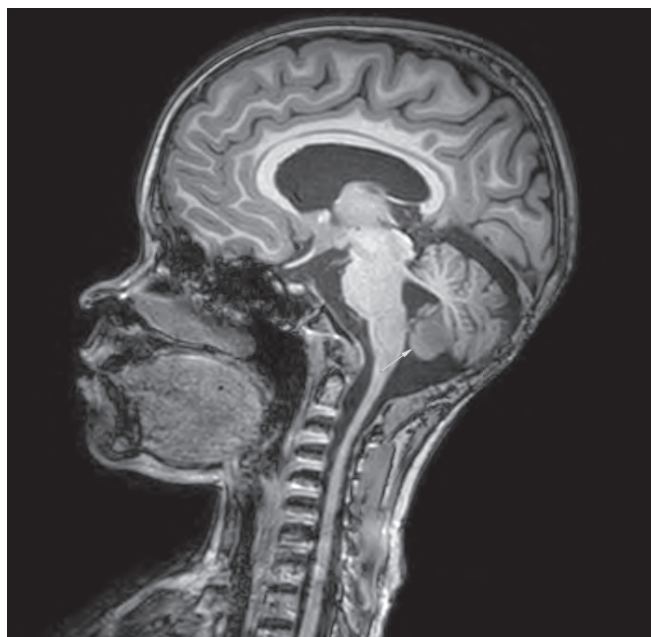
Случай № 2. МРТ головного мозга с контрастным усилением, T1W-взвешенное изображение. В каудальных отделах червя мозжечка с распространением на левую миндалину мозжечка определяется участок с признаками ограничения диффузии, патологическим накоплением парамагнетика, размерами до $1,5 \times 1,4 \times 1,8 \text{ см}$ (объем — около 2 см^3)
